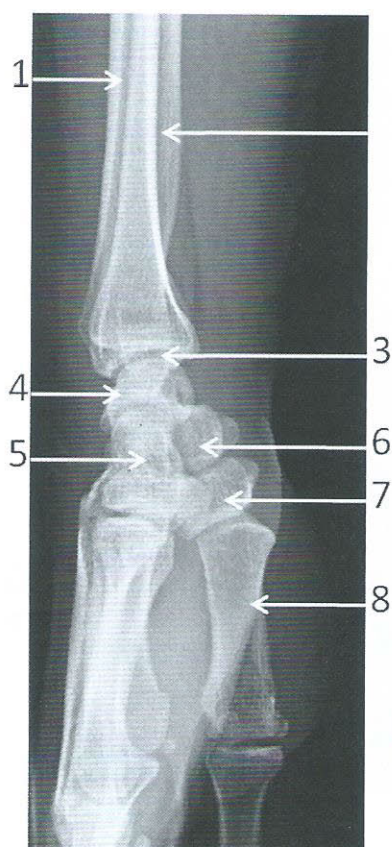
Radiographie du poignet droit de profil
